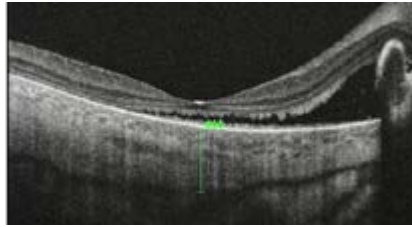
Tomografía de Coherencia Óptica de mácula OD. Fluido subretinal con compromiso de área foveal y espesor corioideo central aumentado.
